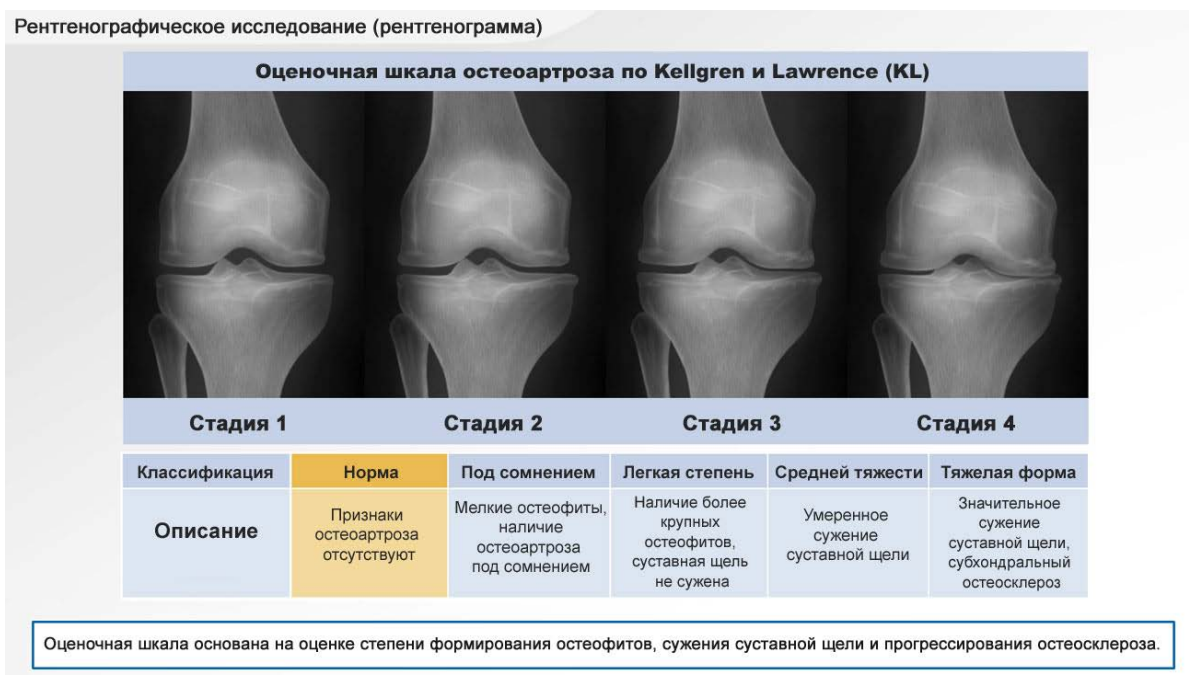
Графическое и рентгенологическое изображение классификации остеоартроза по Kellgren J. H., Lawrence J. S.
